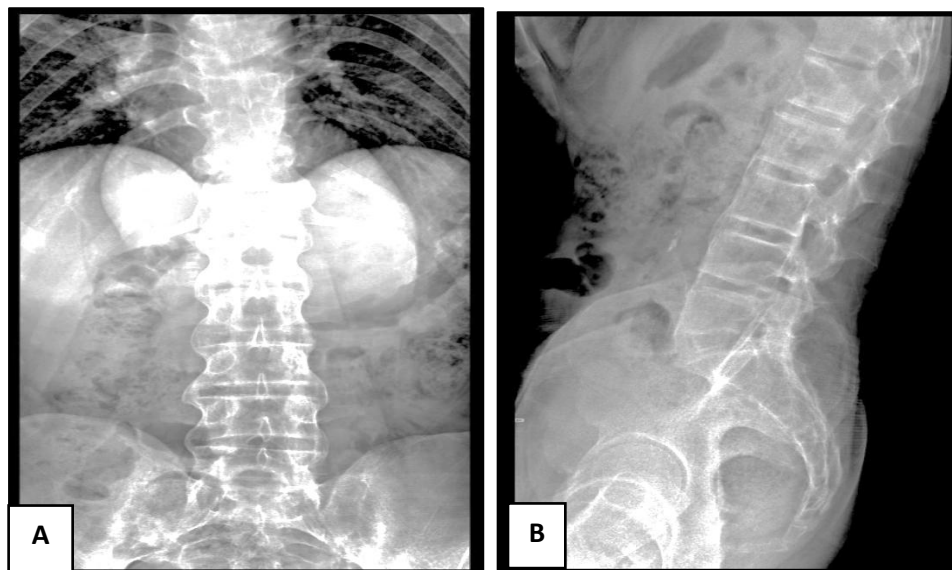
Images de radiographie standard montrant du rachis dorso-lombaire de face (A) et de profil (B) montrant de multiples syndesmophytes étagés, réalisant l'aspect typique de « colonne en bambou ».
